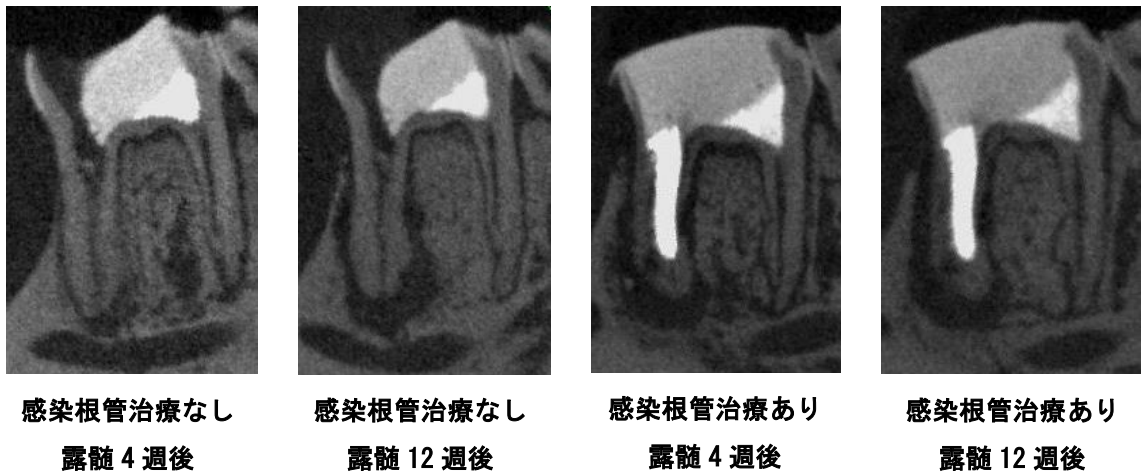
1 根管感染根管治療モデルのマイクロ CT 矢状断像
